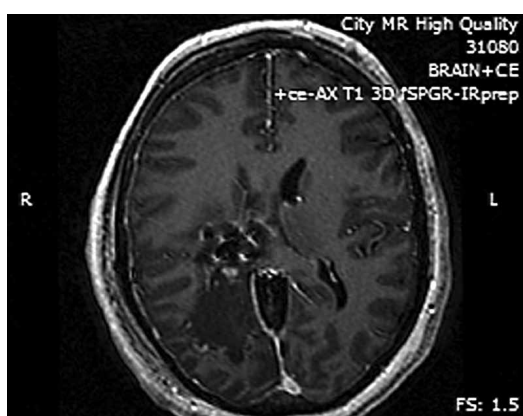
Раннее послеоперационное МРТ головного мозга с контрастом (первые 24 часа) после удаления опухоли глубинных структур, с остом в желудочковую систему. Тотальное удаление, без признаков лучевого повреждения.
